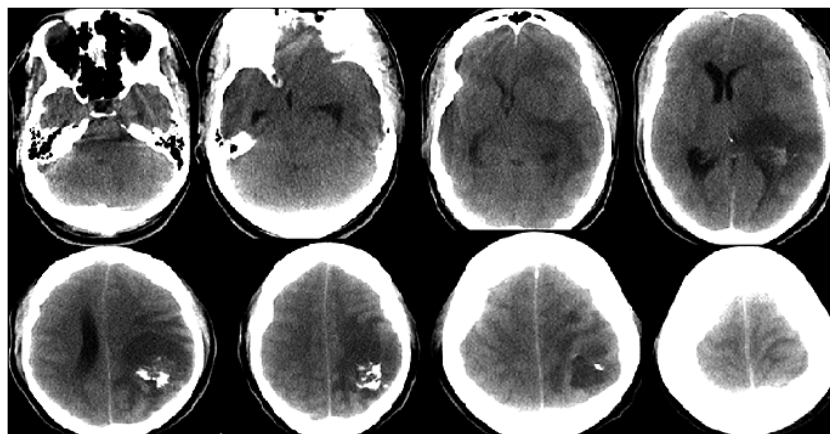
TAC de cráneo simple que evidencia lesión ocupante de espacio parieto occipital izquierda, subcortical.
